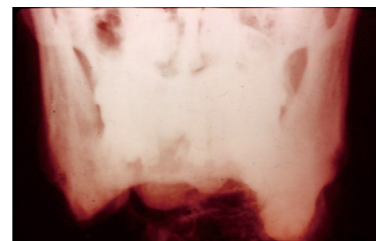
На рентгенограмме того же раненого виден большой дефект нижней челюсти (длиной 15 см) и сохранившиеся оба зуба мудрости.
